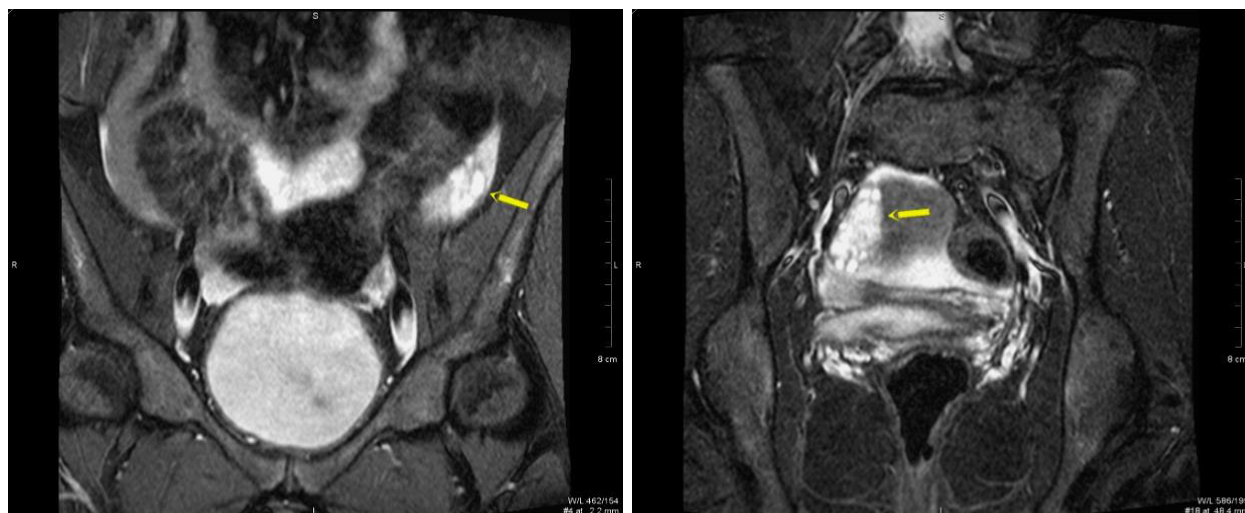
IRM bazinului mic. Secvențele T2 în plan coronal demonstrează localizarea înaltă a ovarului stâng (aripa osului iliac stâng). Ovarul drept este poziționat obișnuit
